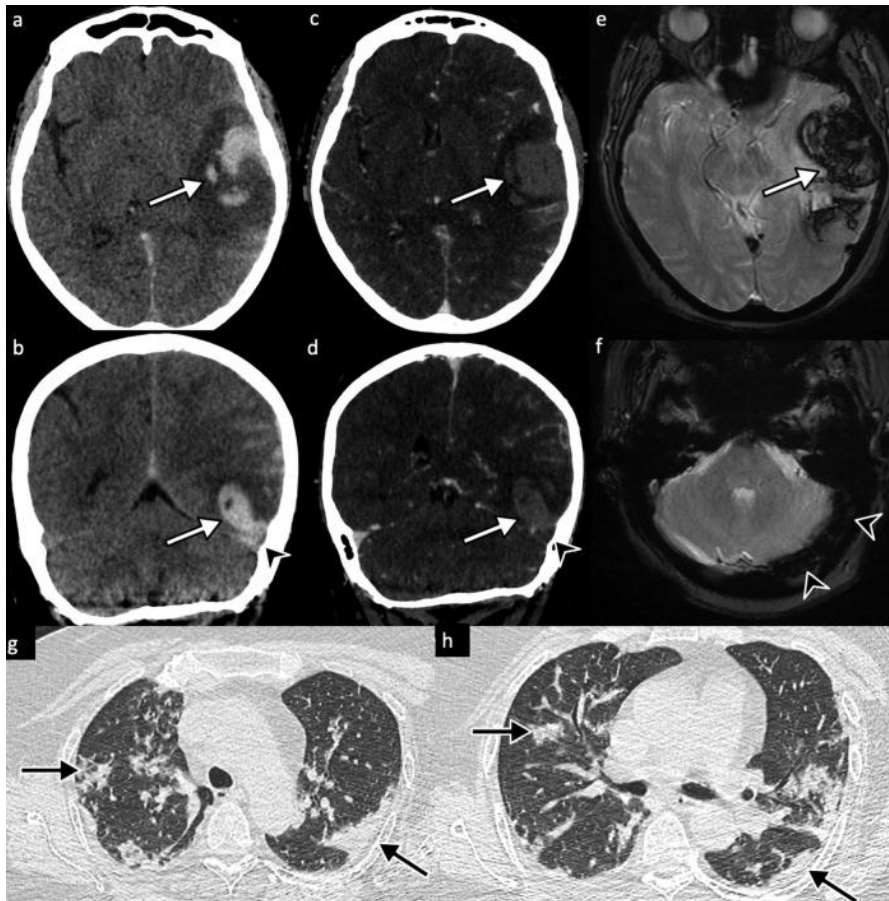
TC sin contraste (a, b) que revela extensas áreas confluentes de hiperdensidad en los lóbulos frontal y temporal izquierdos, correspondientes con una hemorragia intracerebral (flecha blanca), así como una hiperdensidad del seno transversal izquierdo (saeta negra). La venografía por TC (c, d) muestra un defecto de relleno del seno transversal izquierdo, confirmando una trombosis de senos venosos. La RMN potenciada en susceptibilidad magnética (e, f) evidencia una pérdida de señal en los lóbulos frontal y temporal izquierdos (flecha blanca) y en el seno transversal (saeta negra). En la TC torácica (g, h) se observan opacidades en vidrio esmerilado bilaterales y consolidaciones (flechas negras), altamente sospechosas de COVID-19 (Poillon et al., 2020).
